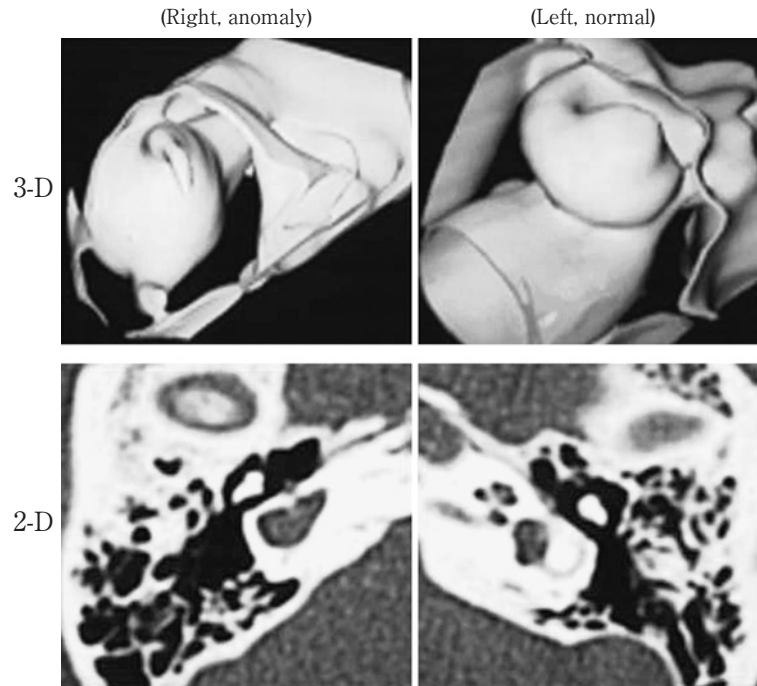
Three-dimensional (3D) and 2-dimensional (2D) computed tomography (CT) of inner ear anomaly. 3D-CT images show the complex fine structure of the ear of a patient with hearing loss. 3D imaging clearly shows the cubic anatomy of an anomaly in the right ear and normal findings in the left ear. 2D-CT yields far less imaging information.
